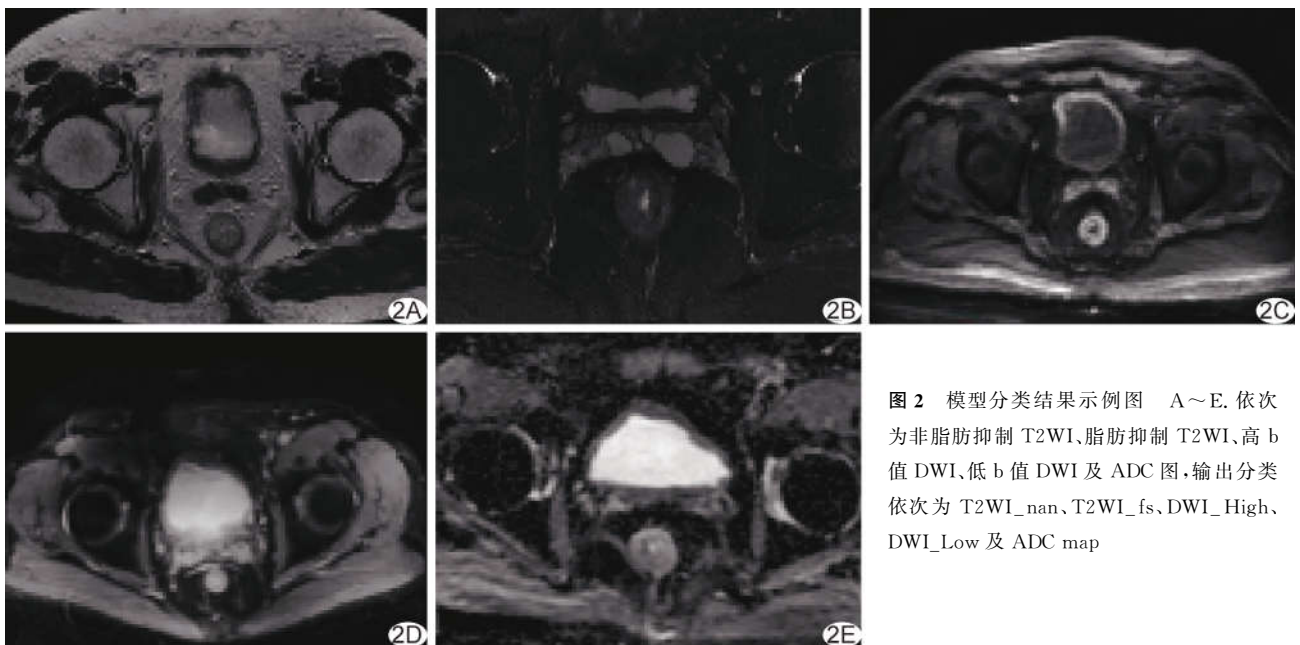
模型分类结果示例图 A~E. 依次为非脂肪抑制 T2WI、脂肪抑制 T2WI、高 b 值 DWI、低 b 值 DWI 及 ADC 图, 输出分类依次为 T2WI_nan、T2WI_fs、DWI_High、DWI_Low 及 ADC map
